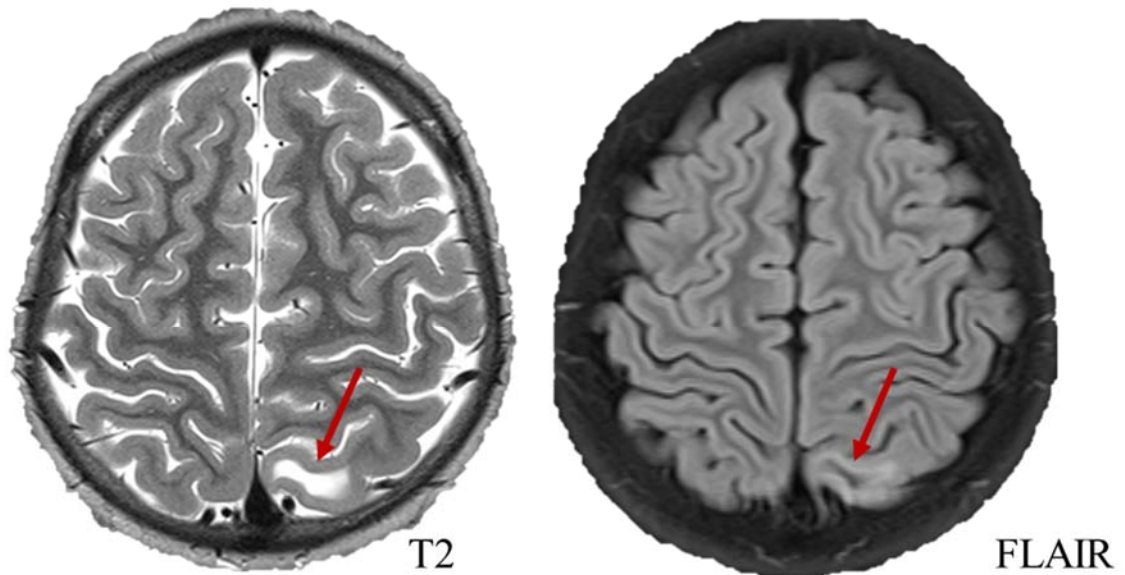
МРТ-изображения пациента с ФКД левой теменной доли с аномально высоким МР-сигналом в режиме T2 и подавлением его в режиме T2-FLAIR. Стрелками указана ФКД левой теменной доли. Среднее значение МР-сигнала в области интереса была сопоставима со средними значениями в цереброспинальной жидкости
